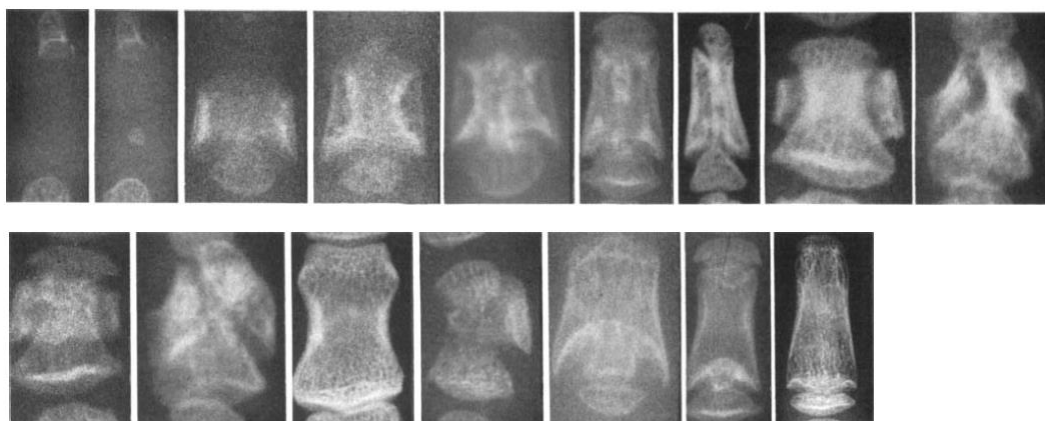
Radiographie des différents aspects de la dysplasie en ailes d'ange, d'après (99).
